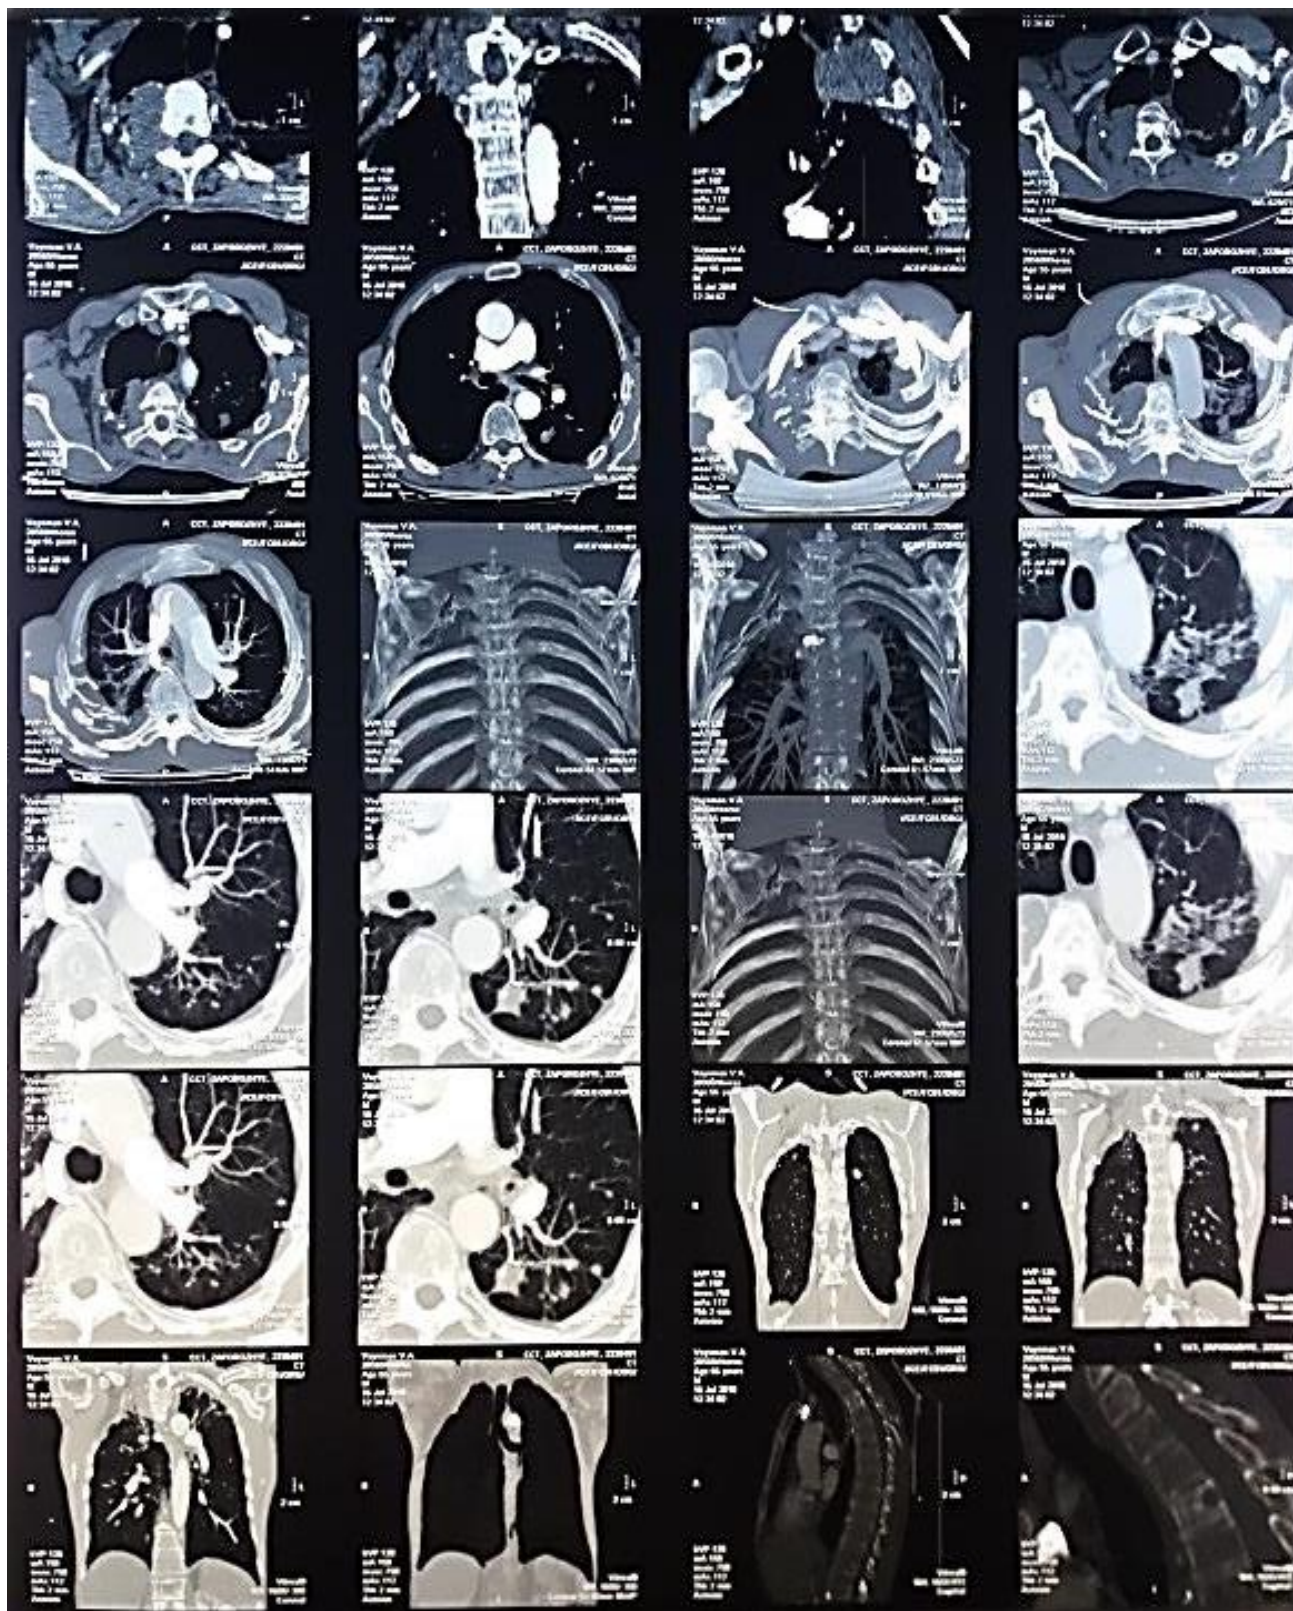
КТ ОГП (2018 рік).
